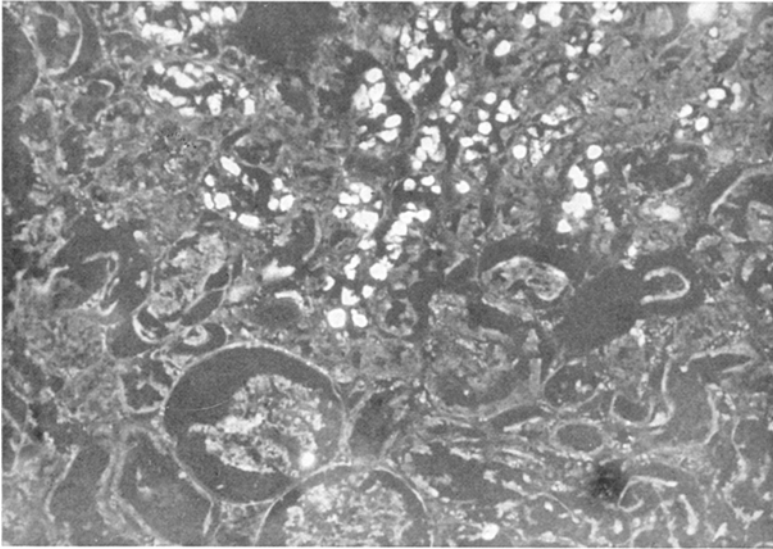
Niere, bei Sublimatvergiftung, nicht entkalkt, stärkere Absorption durch Verkalkung der Epithelien, Historöntgenogramm. Vergr.: Obj.  $10 \times 1,25 \times 3,2 \times 0,9$ ; Bel. wie Abb. 2
